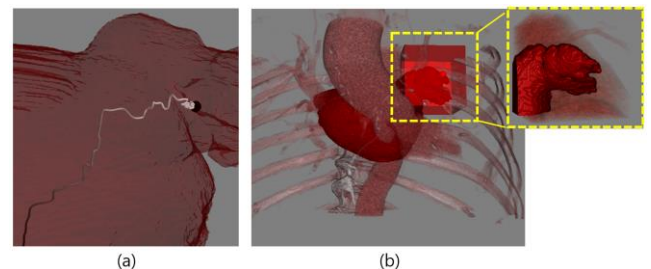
(a): 강화학습 에이전트 이동경로 및 탐지, (b): 제안된 방법의 결과 및 CT 볼륨 가시화
